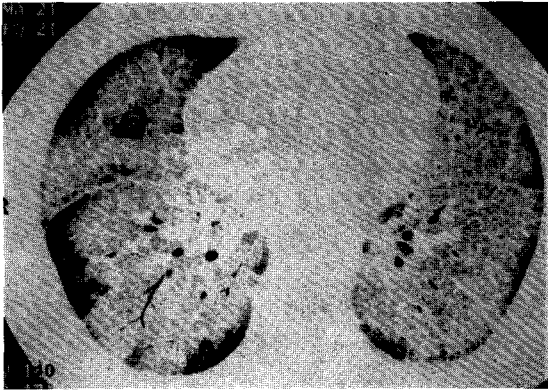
High resolution chest CT scan: Ground-glass opacification of alveolar spaces and thickening of the interlobular and intralobular septa, is present without architectural distortion, in typical polygonal shapes, called "crazy paving appearance".
